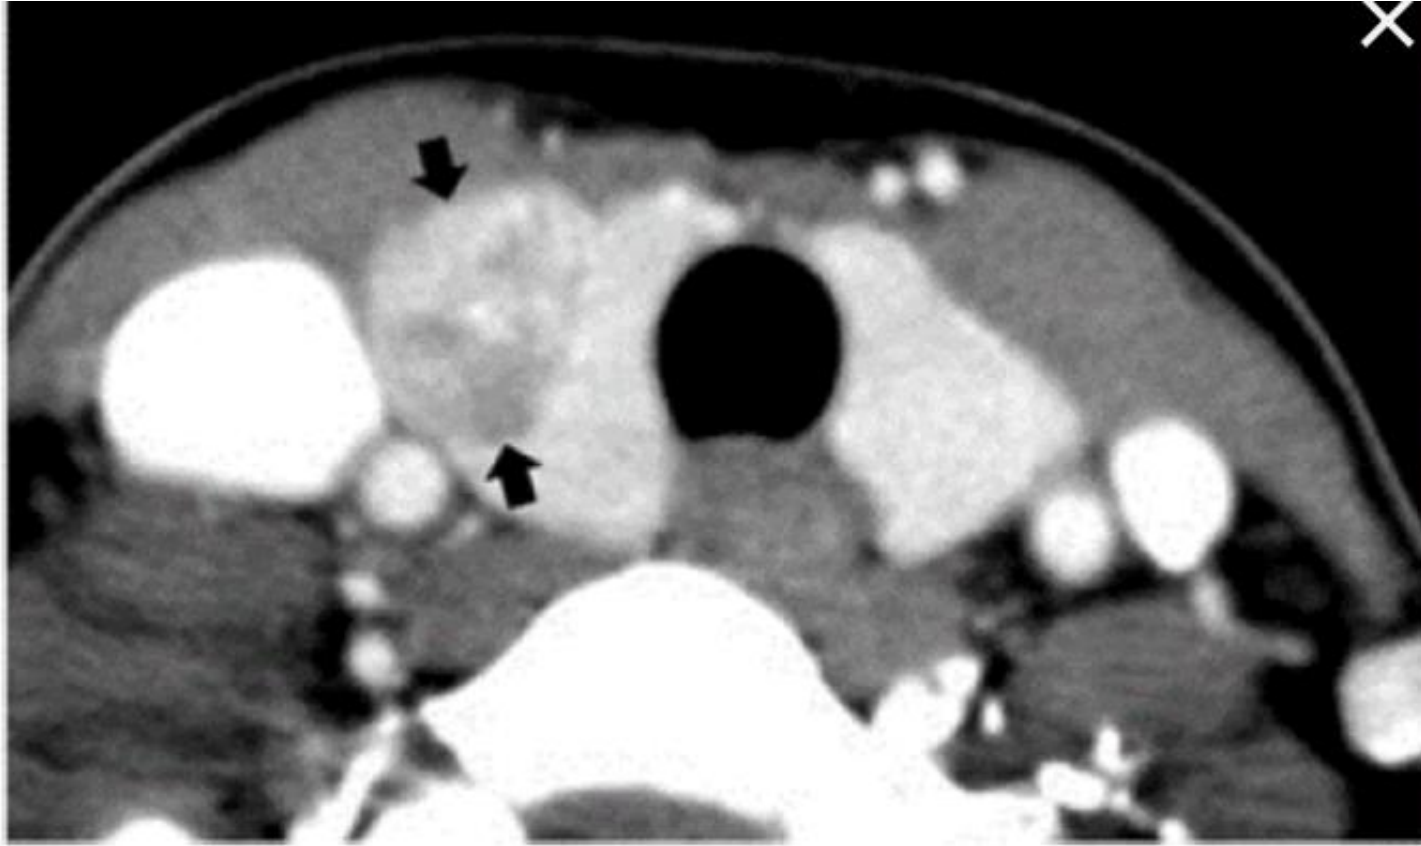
Enhanced (B) axial CT images, follicular thyroid adenoma (arrows) in the right lobe shows homogeneous and low attenuation, exophytic configuration, lobulated margin, taller-than-wide shape, absence of calcifications, and inhomogeneous and decreased enhancement.
